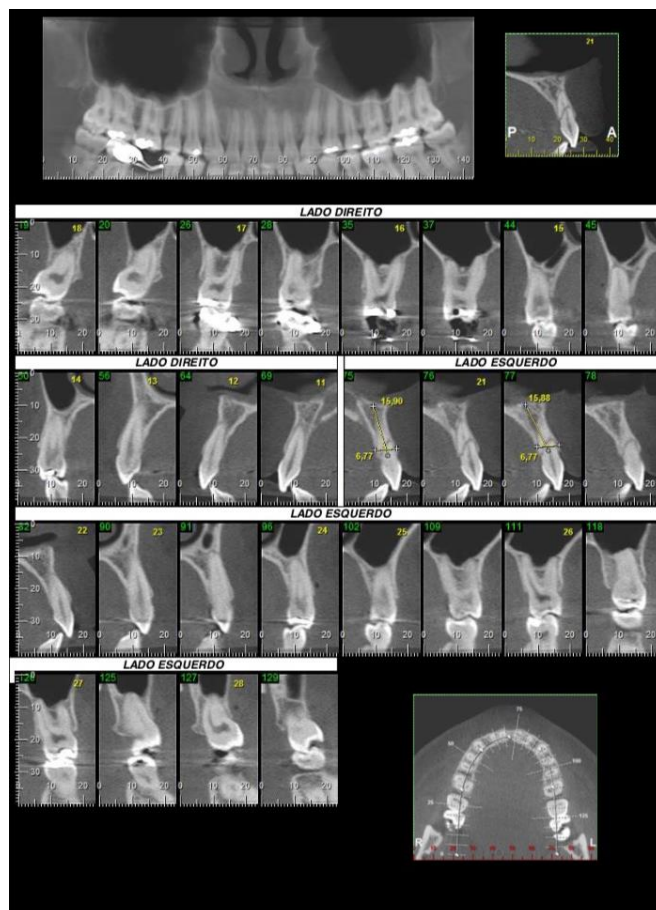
Tomografia computadorizada de feixe cônico (cortes transversais/paraxiais).
